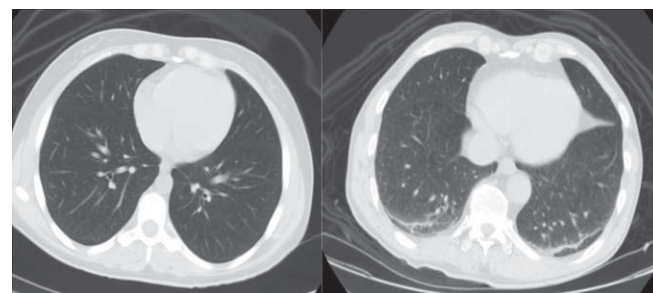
CT Scan of the Chest of the Control Group (right panel) and Lung Hyperinflation Group (left panel).
